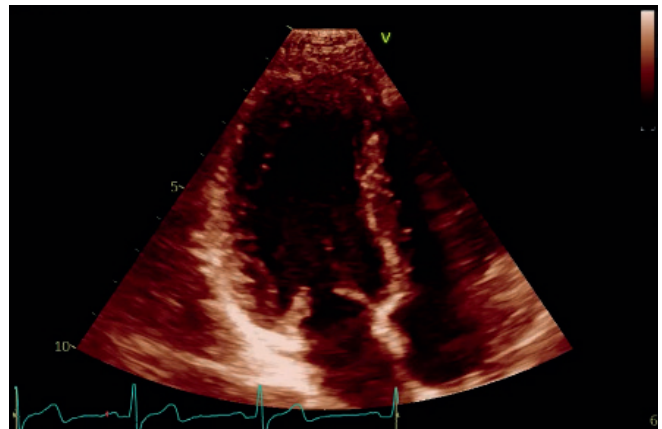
Трансторакальная эхокардиография, 4-х камерная проекция.
